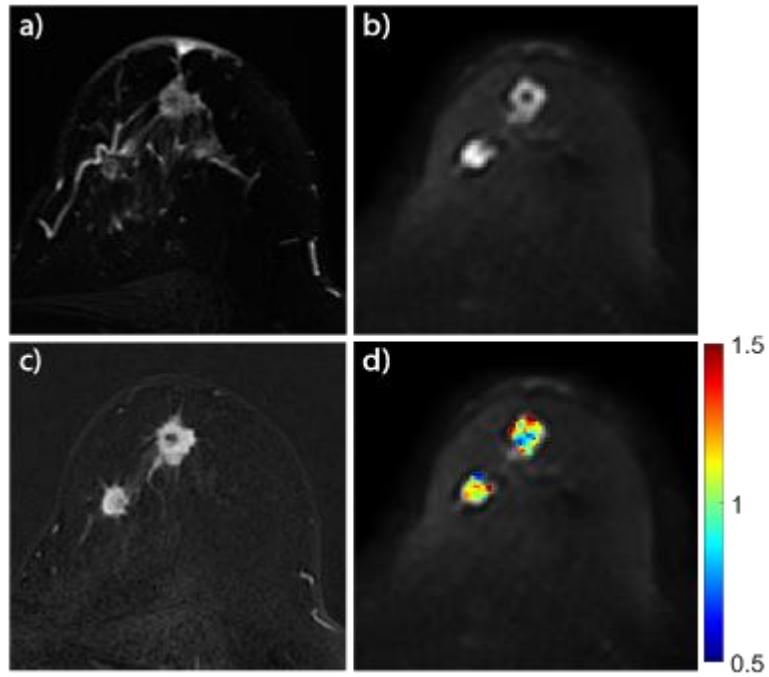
MRT eines DCIS mit Adenokarzinom. a) T2-gewichtet. b) Diffusionsgewichtet ( $b = 1500 \text{ s/mm}^2$ ). c) Kontrastmittelsubtraktionsbild. d) Kurtosis-Karte.
